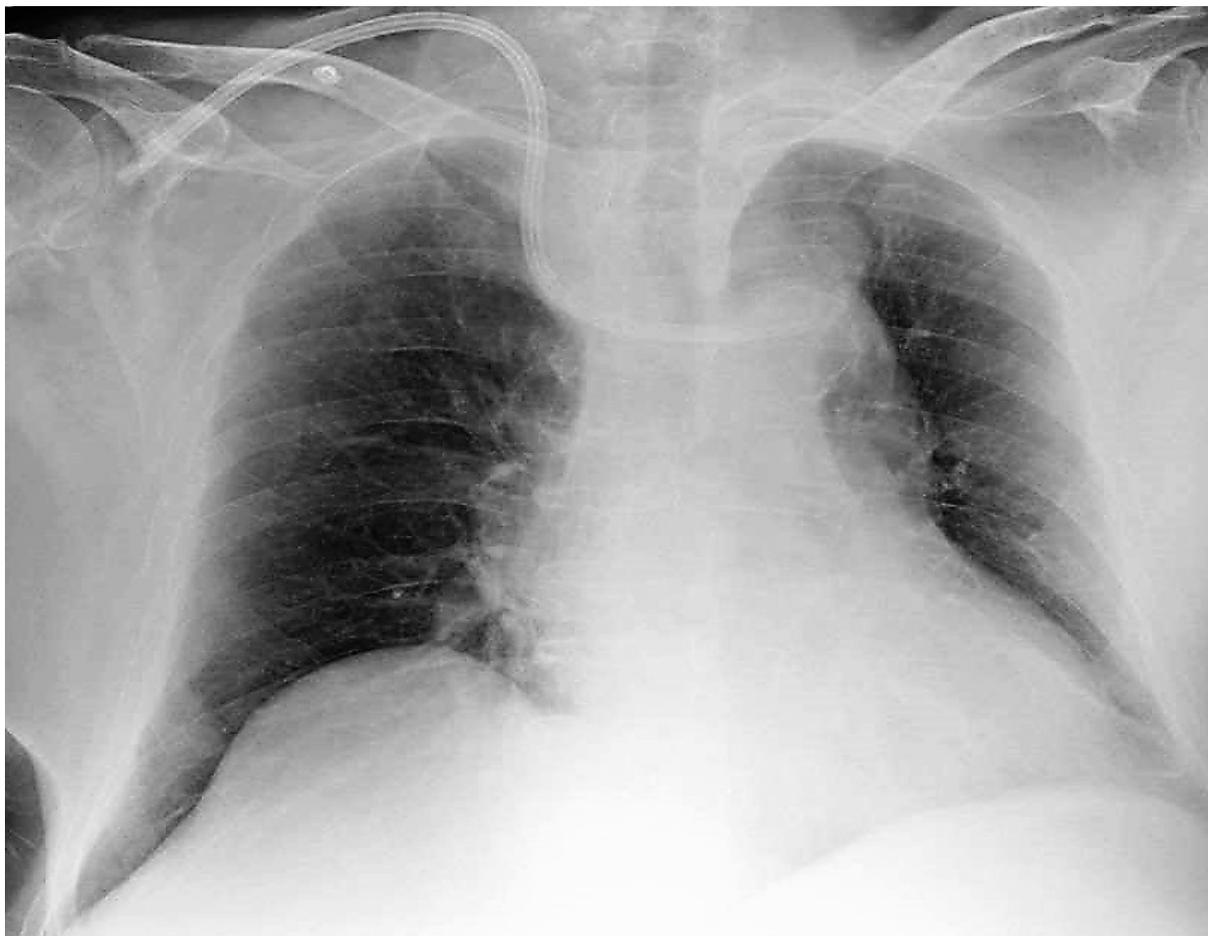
Radiografia de tórax antero-posterior. A ponta do cateter está em uma posição lateral esquerda. Há alargamento do mediastino com uma opacidade pálida regular acima do botão aórtico.
